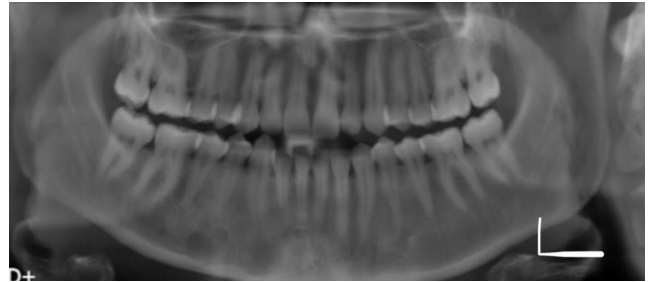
Sağ mandibulada premolar bölgesinde yer alan radyolüsent lezyonun röntgen görüntüsü
